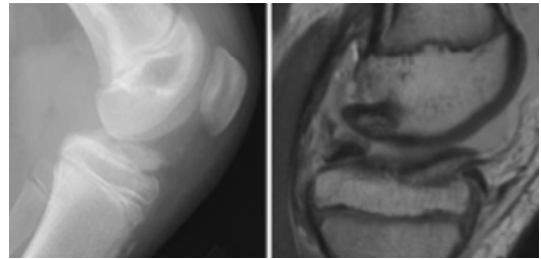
A. Radiografía lateral de rodilla, con FAET clasificada como Tipo II según Meyers-McKeever. B. Imagen de RM que identifica la interposición del cuerno anterior del menisco medial bloqueando la reducción del fragmento, por lo que es reclasificada como Grado 3 de Green & Tuca.
